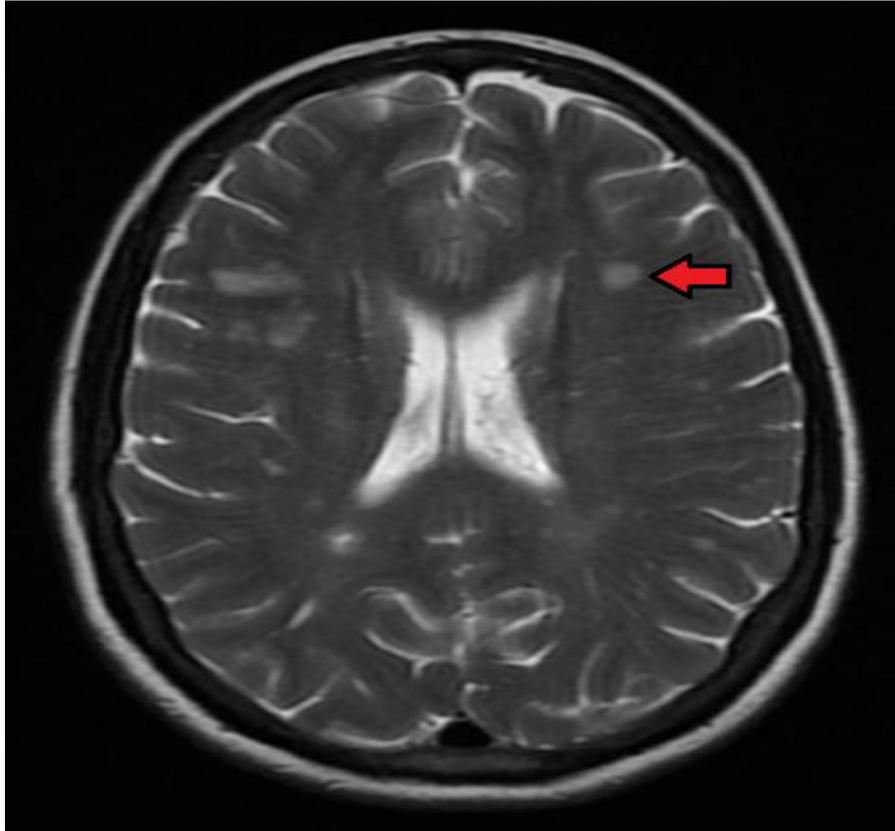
Resonancia magnética nuclear cerebral. La flecha roja marca una placa de esclerosis. Crédito: James Heilman
